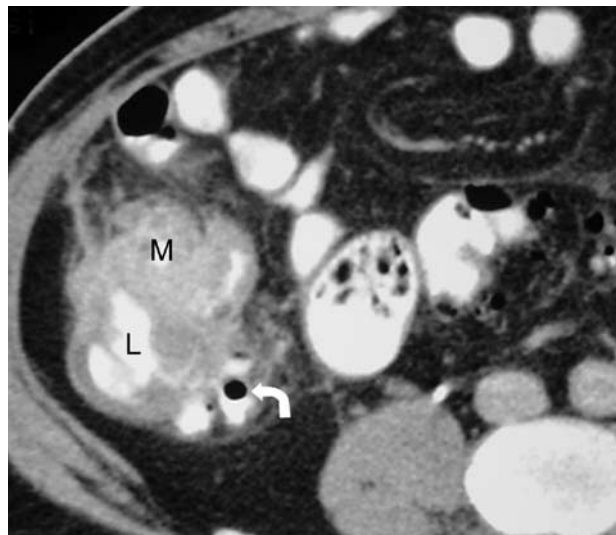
d, TC: Vecino a la masa (M) existe un divertículo (flecha en ángulo). El lumen (L) del ciego aparece contrastado.
